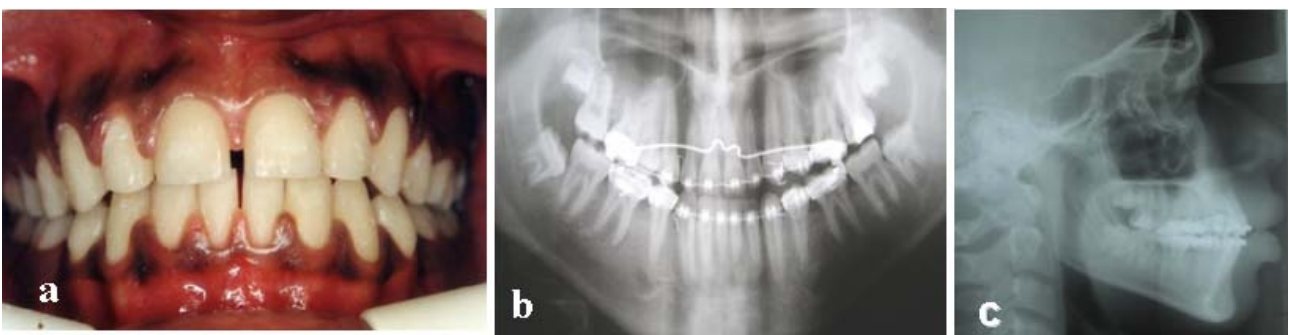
Cas d'agénésies multiples en fin de traitement (a : Photo intra-orale de face, b : Radiographie panoramique, c : Téléradiographie de profil)
